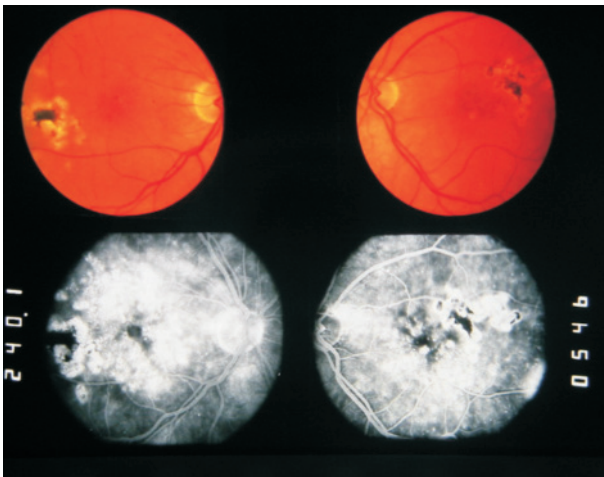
Resim 1'deki olgunun floresein anjiyografisi
